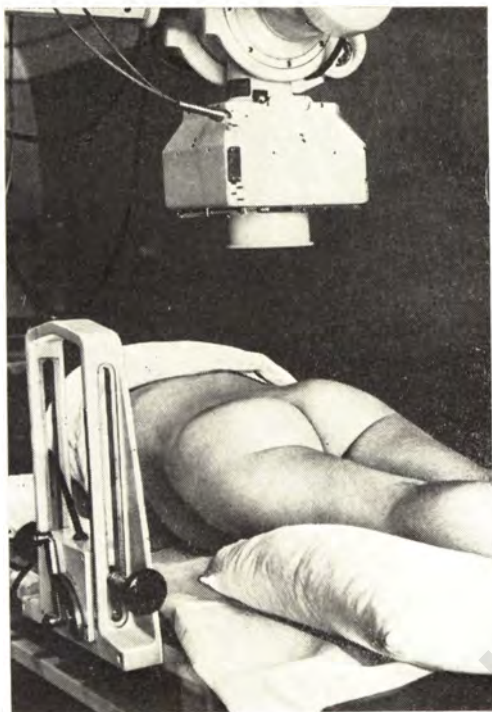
Положение беременной на животе при обзорной рентгенографии.
